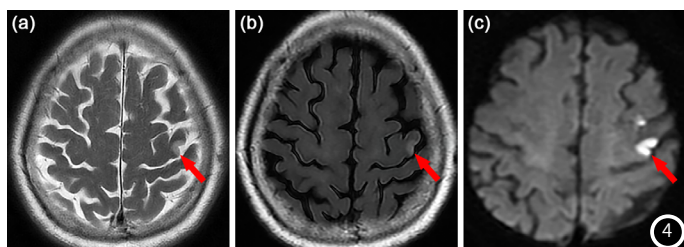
手节与卒中。(a) 颅脑MRI中T₂WI显示左侧手节区高信号(箭头);(b) MRI中FLAIR显示左侧手节区为高信号;(c) MRI中扩散加权像左侧手节区也为高信号。
